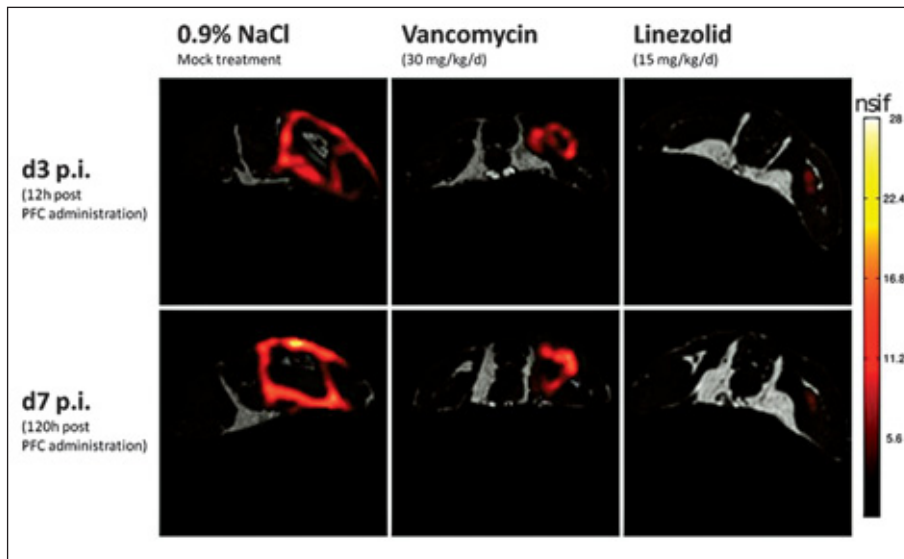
Magnet-Resonanz-Aufnahme vom *S. aureus* infizierten Oberschenkel einer Maus mit unterschiedlicher Antibiotikabehandlung.
